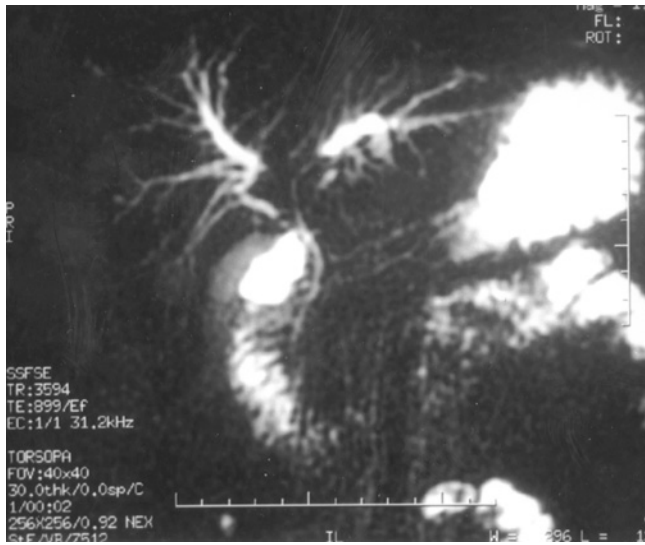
Imagen radiológica de resonancia magnética que semeja a un tumor de Klastkin.
